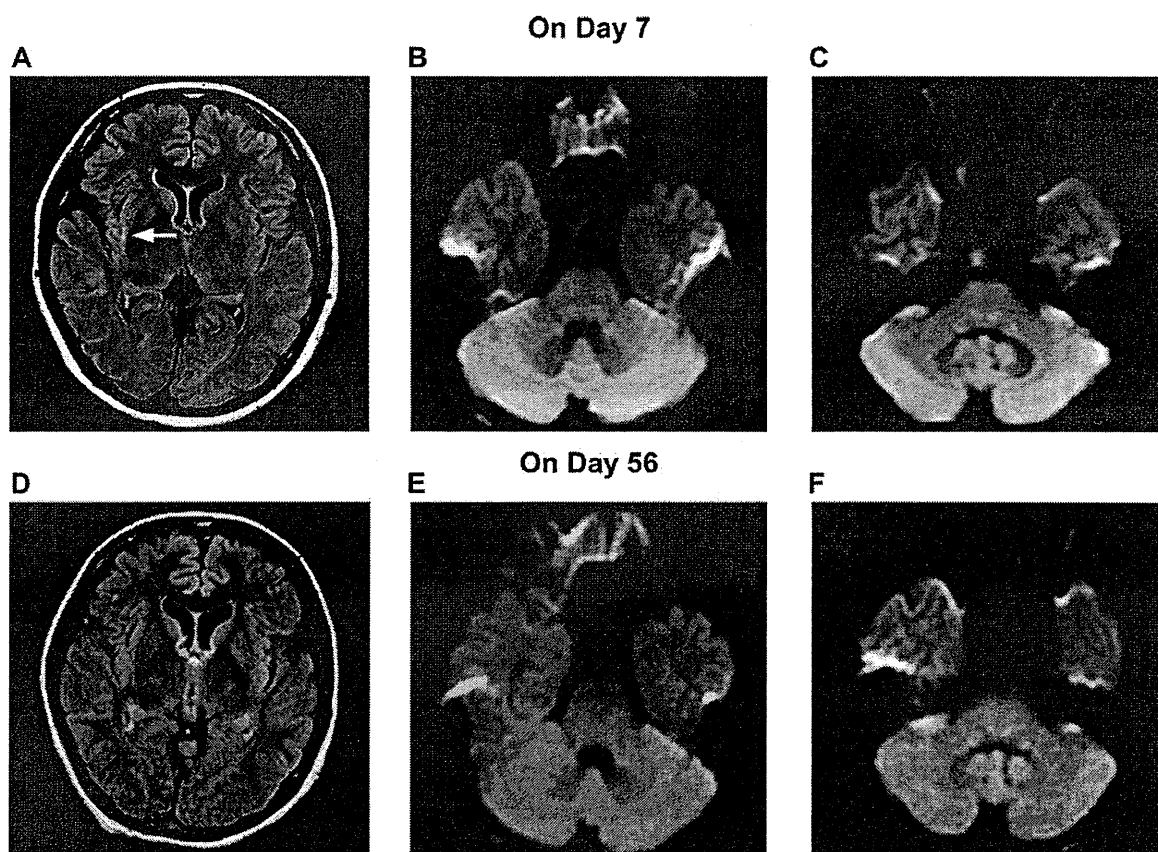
Serial MRI of the patient. (A–C) MRI finding on day 7. The hyperintense area in the right insula (white arrow) was observed on a FLAIR image (A), and the hyperintense area in the cerebellum was observed on a DWI (B, C). (D–F) MRI findings on day 56. There were no abnormalities in MRI findings.
